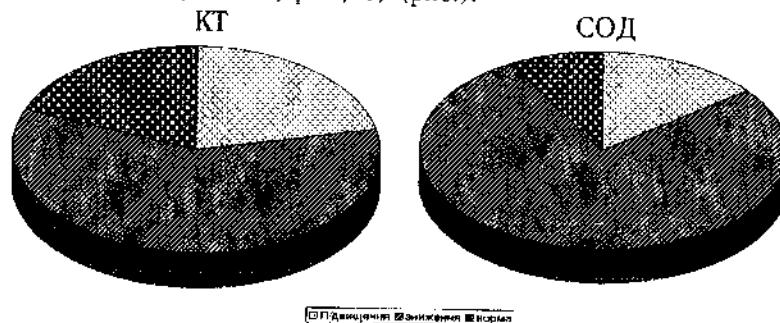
Розподіл хворих з ПВ ДПК у сполученні з ІХС за активністю КТ та СОД у сироватці крові.
